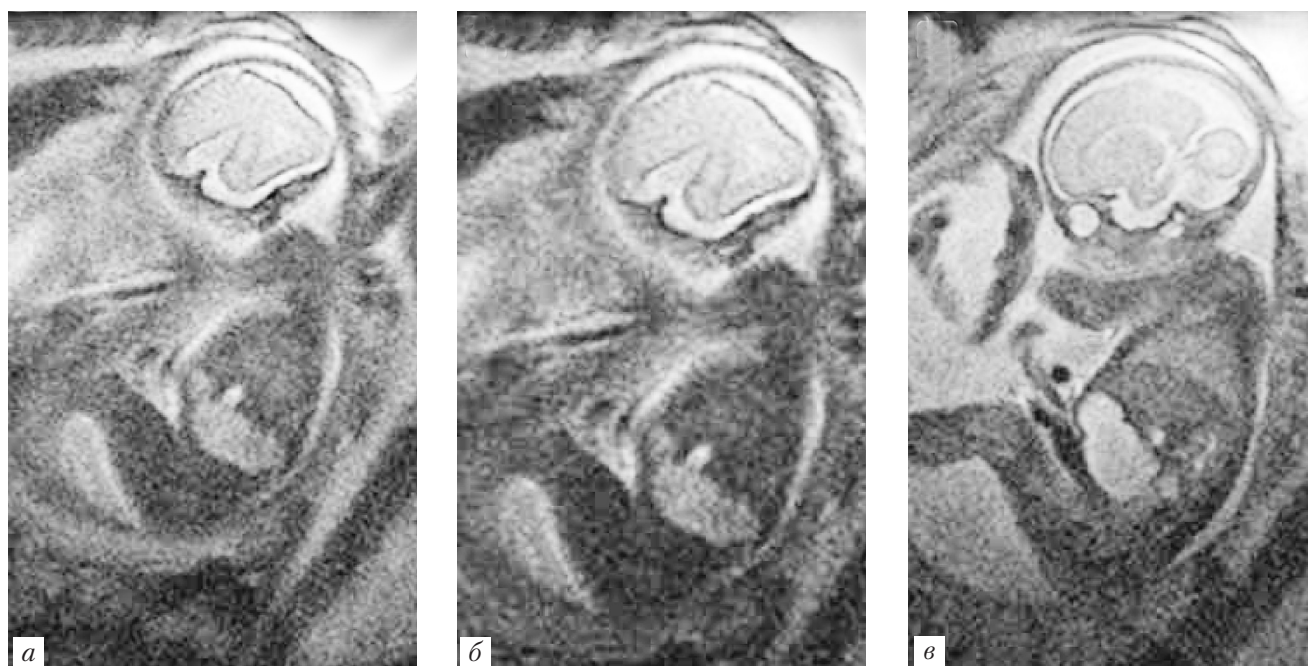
Атрезия желудочно-кишечного тракта. Беременность 23 нед. Магнитно-резонансная томография SS FSE. Сагиттальные сканы (а–в)
